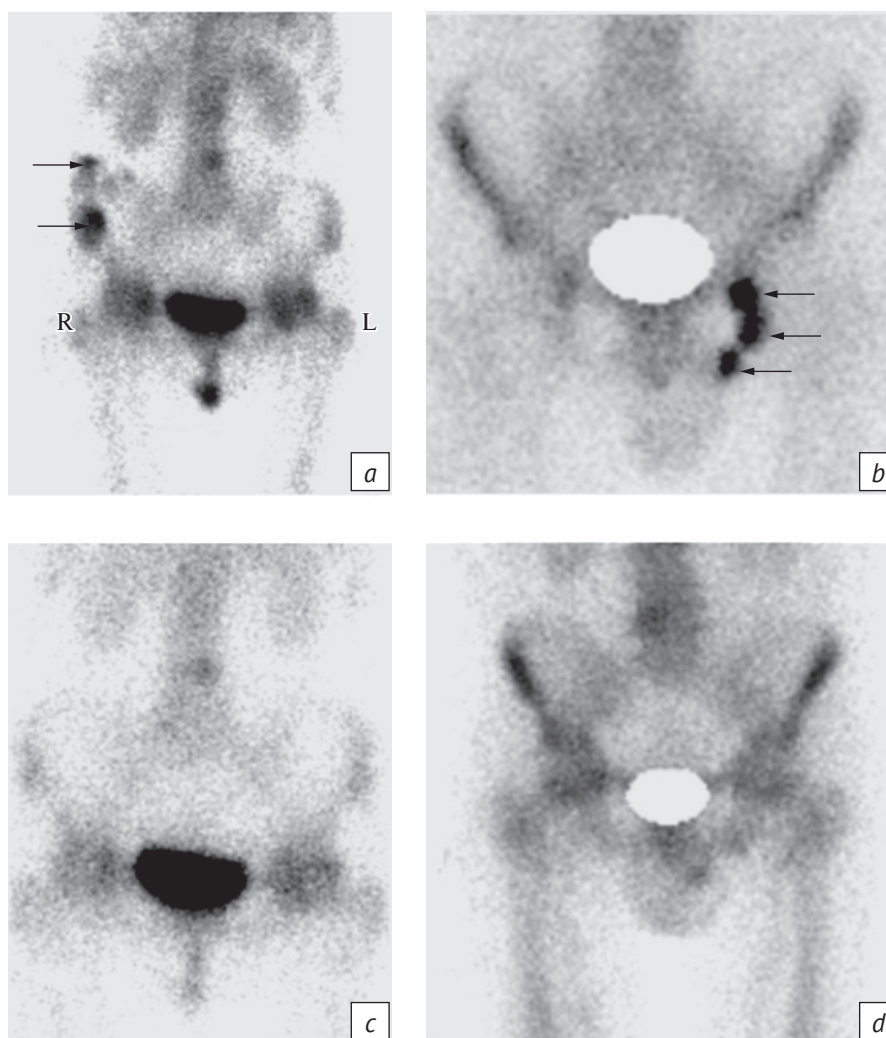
Сцинтиграфические варианты мочевой контаминации, имитирующей в передней проекции очаговую патологию правой подвздошной (а) и левой седалищной (б) костей. После устранения источников мочевой контаминации патологические «горячие» очаги подвздошной (с) и седалищной (д) костей исключены
